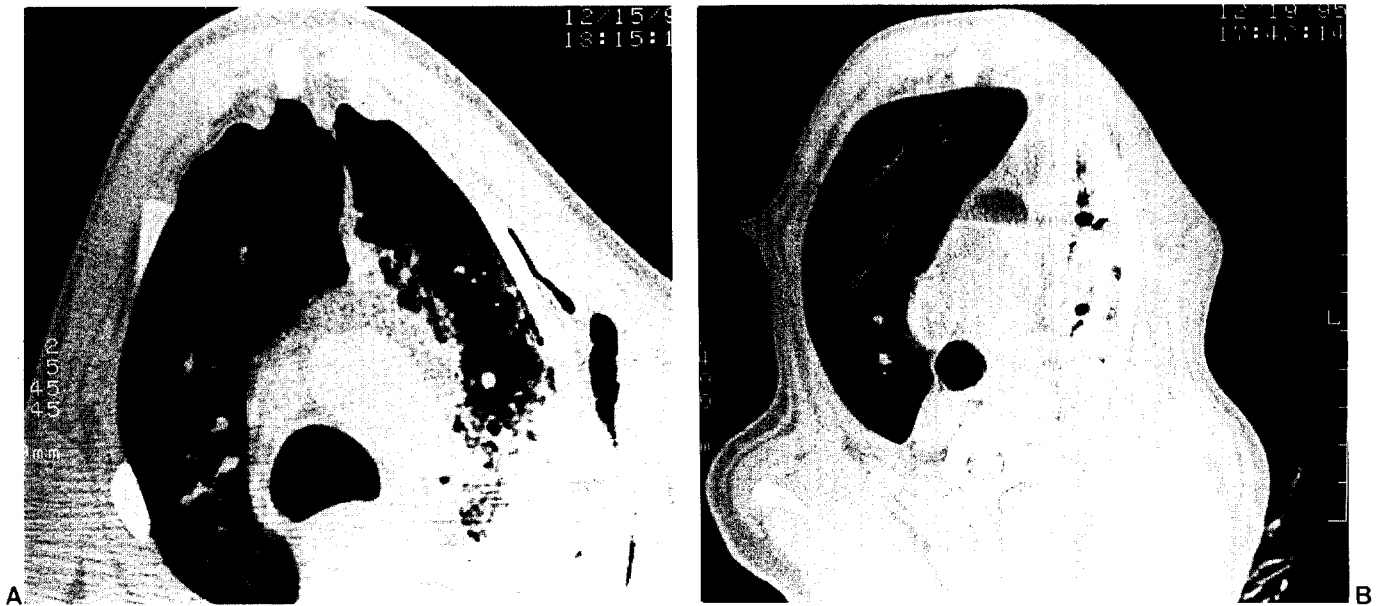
Appearance of CT in infection case
